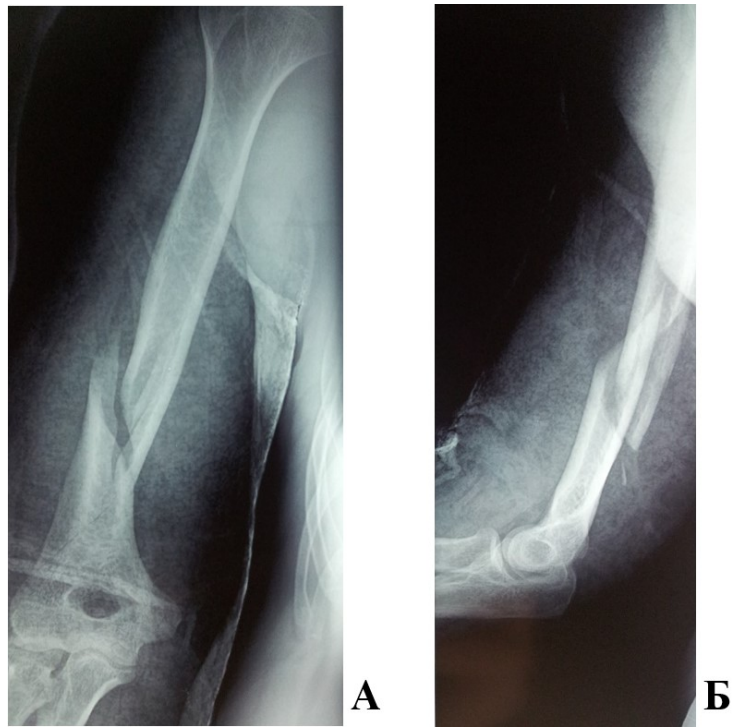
Первичные рентгенограммы пациента З., 42 лет, и/б 22202-13. А – прямая проекция, Б – боковая проекция. Определяется винтообразный перелом правой плечевой кости на границе средней и нижней третей плеча со смещением отломков
